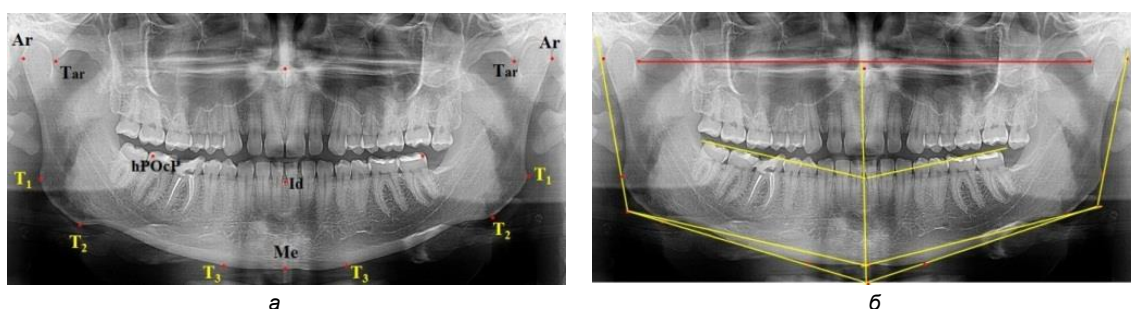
Ортопантомограмма с нанесенными точечными ориентирами (а) и линиями (б) для определения угловых параметров
